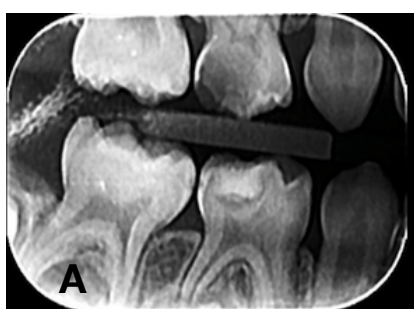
sequência clínica do tratamento de um primeiro molar decíduo com lesão de cárie profunda evidenciada na radiografia (2a). Em 2b e 2c é possível observar o aspecto clínico da lesão antes e após a remoção do biofilme, respectivamente. A figura 2d mostra o dente pós escavação e a 2e o mesmo dente imediatamente receber a restauração.
